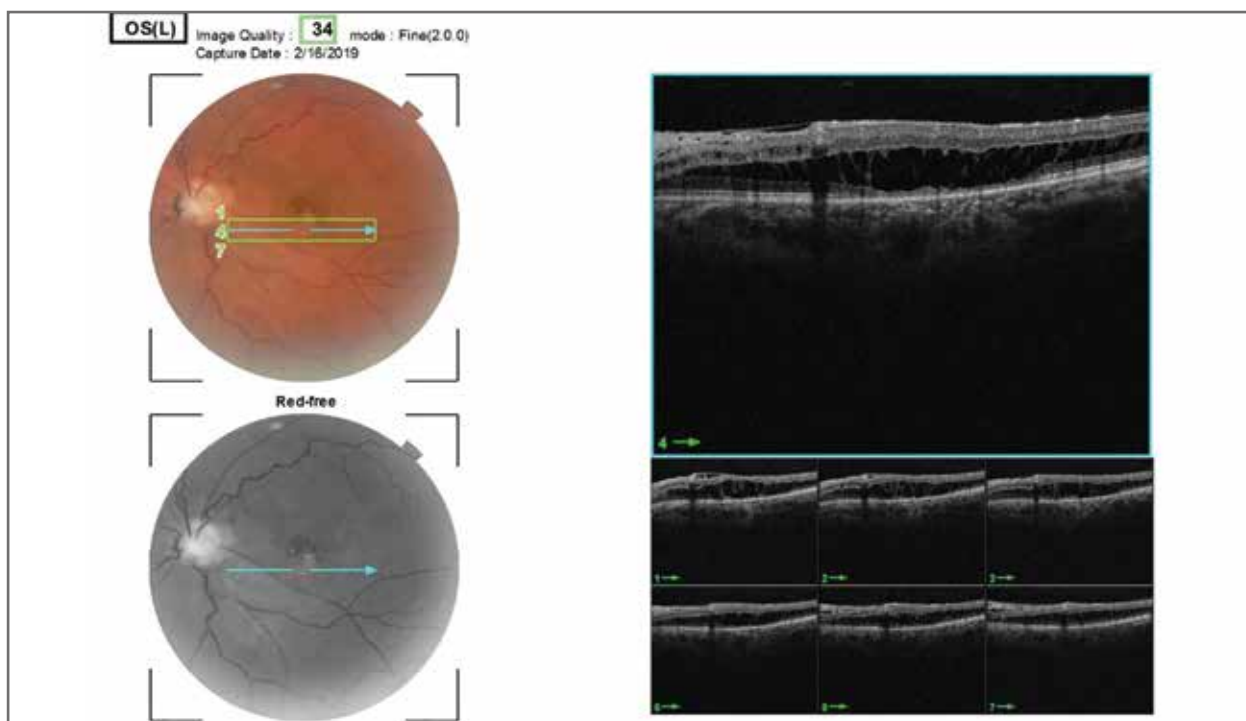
Tomografía de coherencia óptica corte macular del OI. Imagen hiperreflectante en perfil anterior, membrana epirretinal (MER) leve, sin signos de agujero macular, retinosquiasis en todo el espesor con desprendimiento de la capa plexiforme externa. Se observa gran defecto de la capa de conos y bastones.
